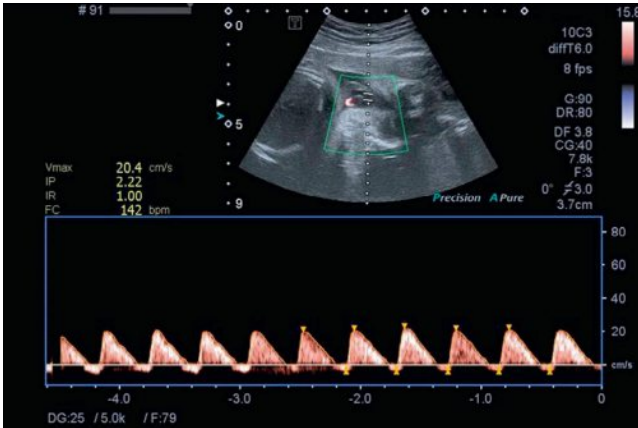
Doppler ombilical pathologique : *reverse flow*.
